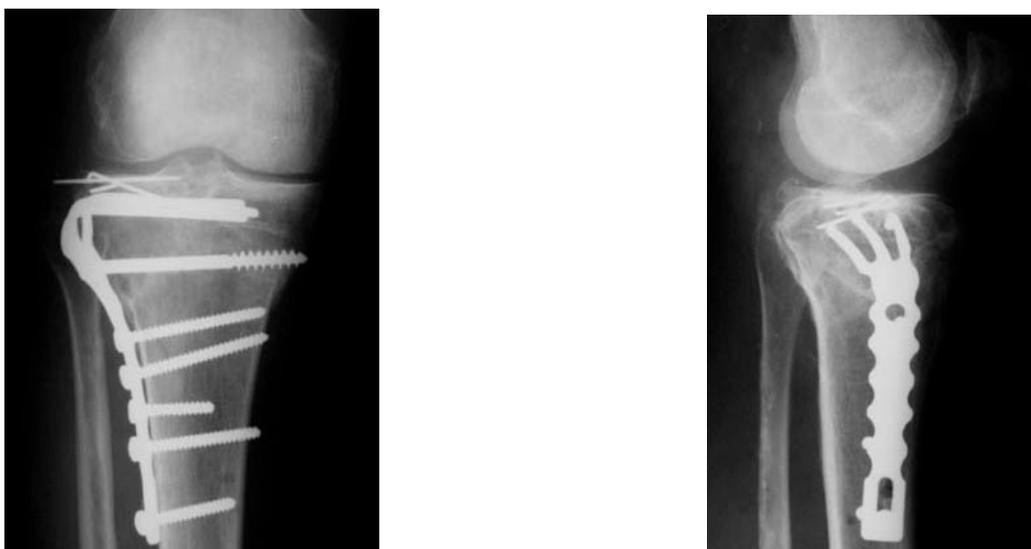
Рентгенограммы после операции: наружное расположение пластинки, субхондральное введение зубцов, дополнительные спицы сшивают фрагментацию импрессионного фрагмента. Фиксация обоих мыщелков вильчатой пластинкой, позволяющая раннюю функцию.
